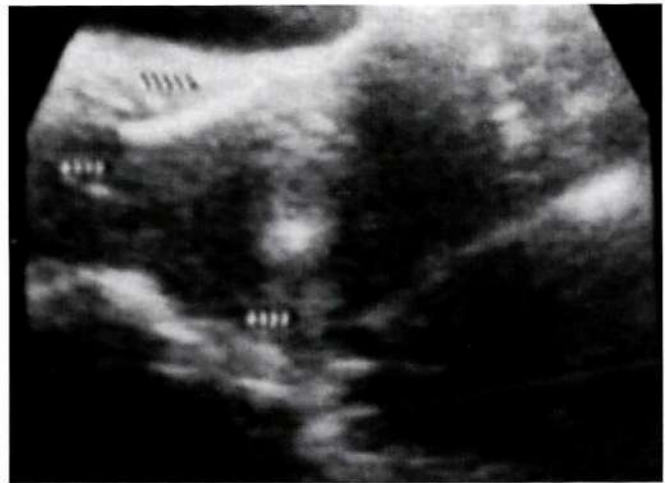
Corte transversal de ecografía transabdominal de útero con dos imágenes ecogénicas, una de ellas en cavidad endometrial y la segunda en miometrio.
